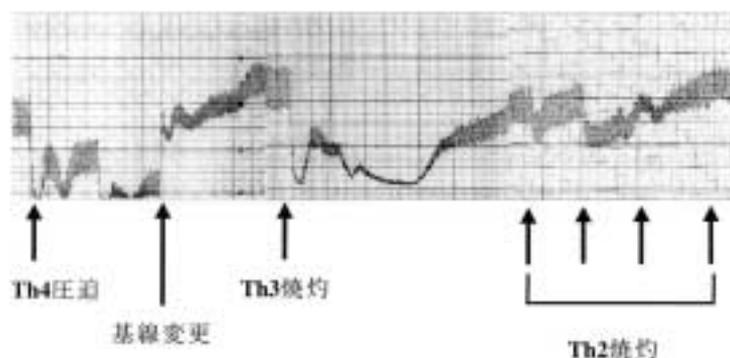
Intraoperative waveform of the laser Doppler flowmetry.
